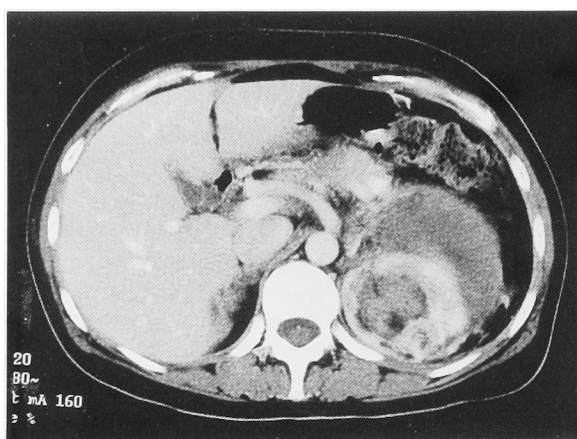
Enhanced CT shows the renal tumor and a renal hematoma.
